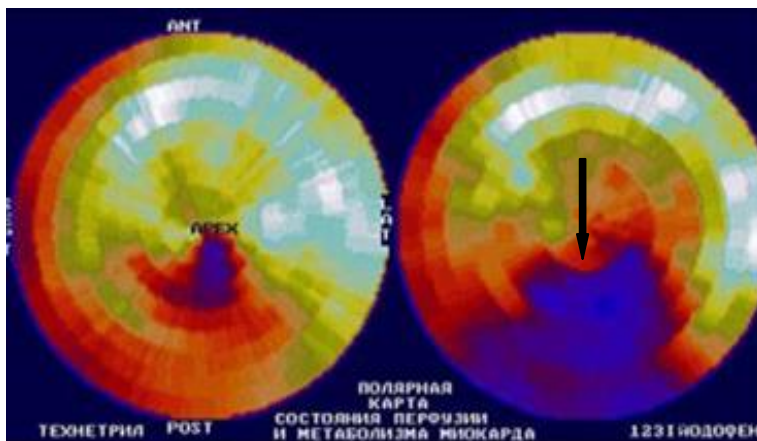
Станнинг миокарда. Перфузионная и метаболическая полярные карты ЛЖ б-ного М., 48 лет. ИБС. Стенокардия II фк. Атеросклеротический и постинфарктный кардиосклероз. Комбинированная ОФЭКТ с технетрилом и йодофеном выявила несогласованные дефекты с более выраженным снижением метаболизма (обозначены
